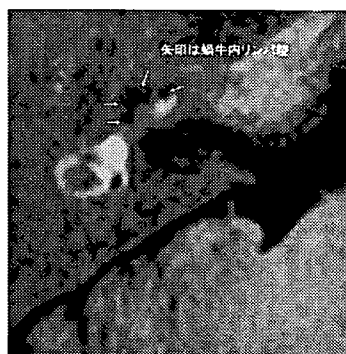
MRI (3D-real IR) による内リンパ腔の描出 (症例 1)
